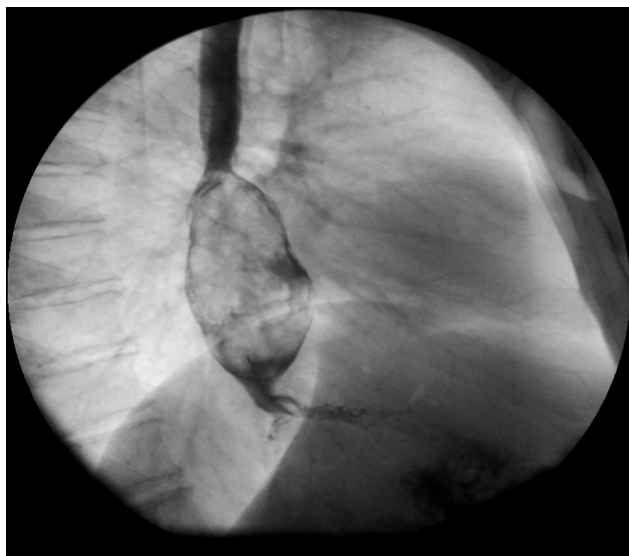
Рентгеноскопия пищевода с водорастворимым контрастом
